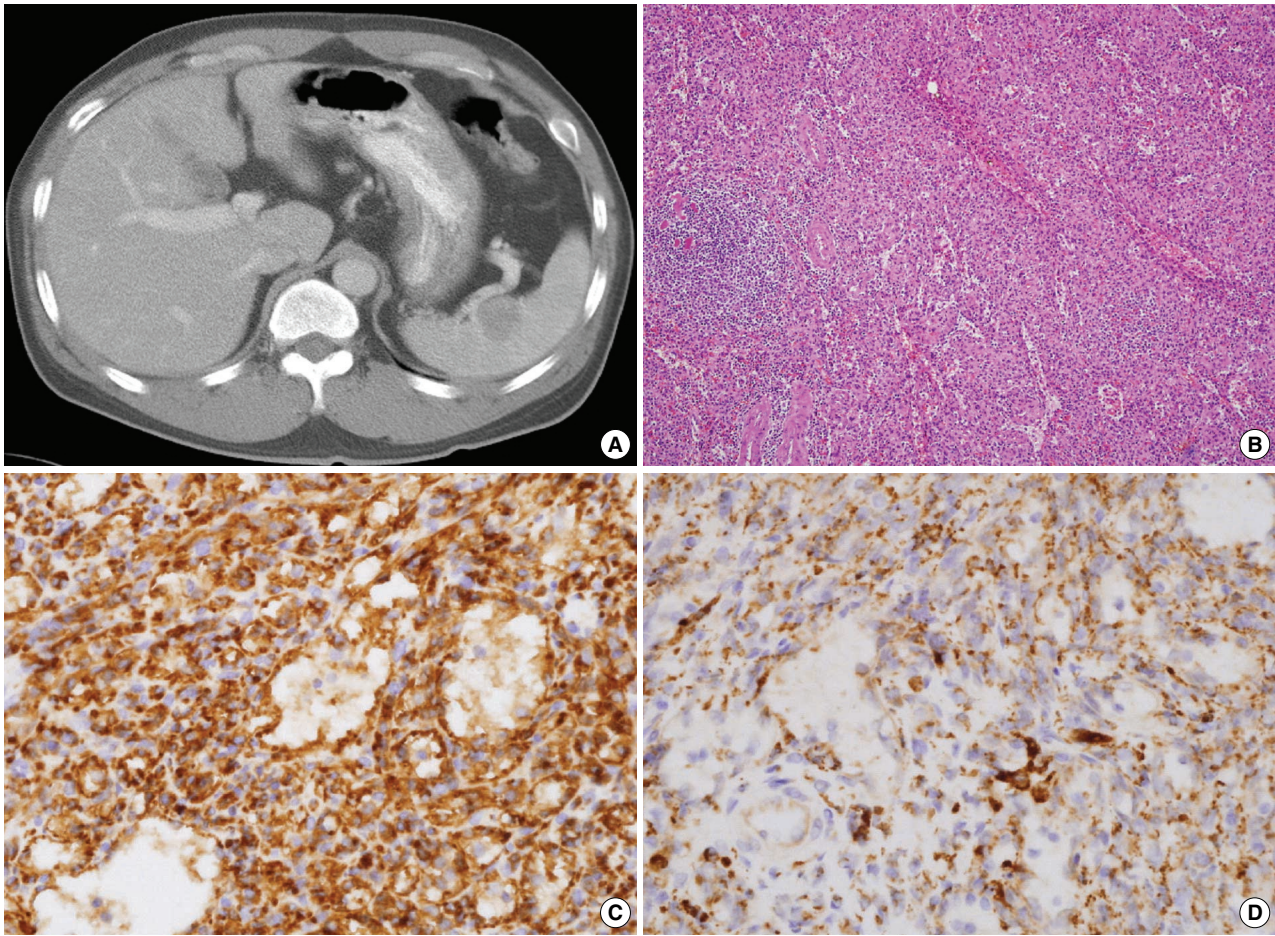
Littoral cell angioma. (A) A well demarcated ovoid homogenous low attenuating mass is observed on contrast enhancing computed tomography. (B) Anastomosing vascular channels are lined by tall endothelial cells showing bland cytological characteristics such as partially vesicular nuclei and a pale, eosinophilic cytoplasm. The endothelial cells are positive for CD31 (C) and CD68 (D).
